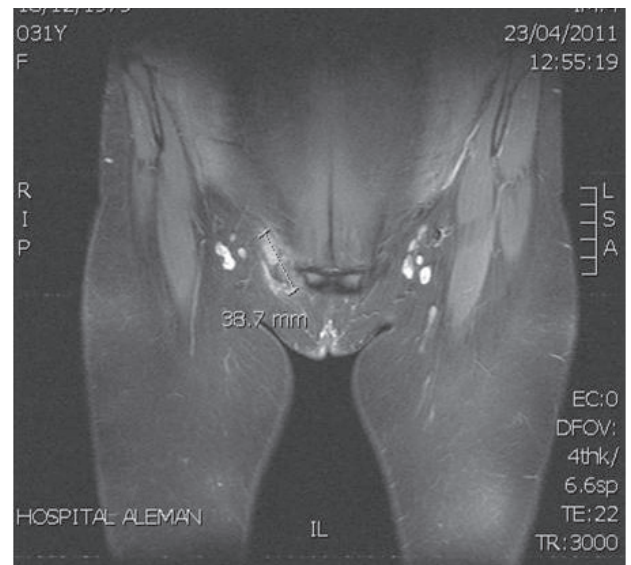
Resonancia magnética nuclear de pelvis, corte coronal. Se constata imagen tumoral de 33,7 mm.
